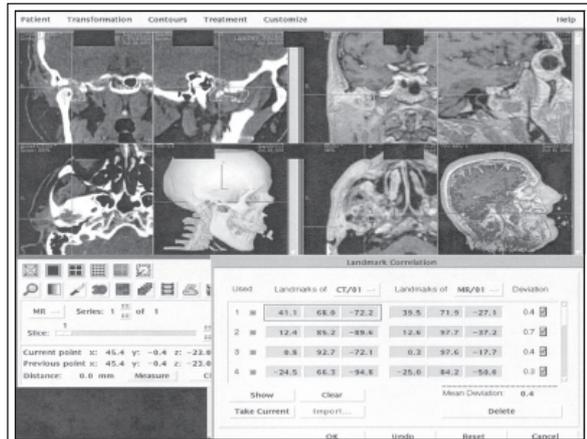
En el paciente anterior se ha seleccionado el área tumoral y medido su volumen, así como los puntos de referencia en los cortes de TC Y RMN.
